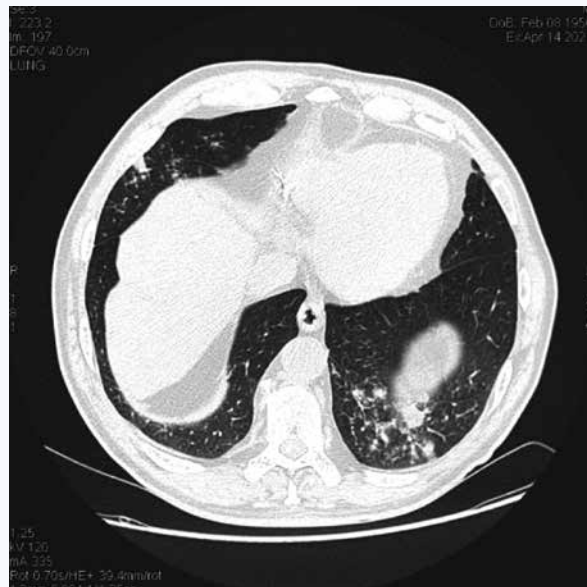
Компьютерная томография органов грудной клетки. COVID-19-ассоциированная пневмония
